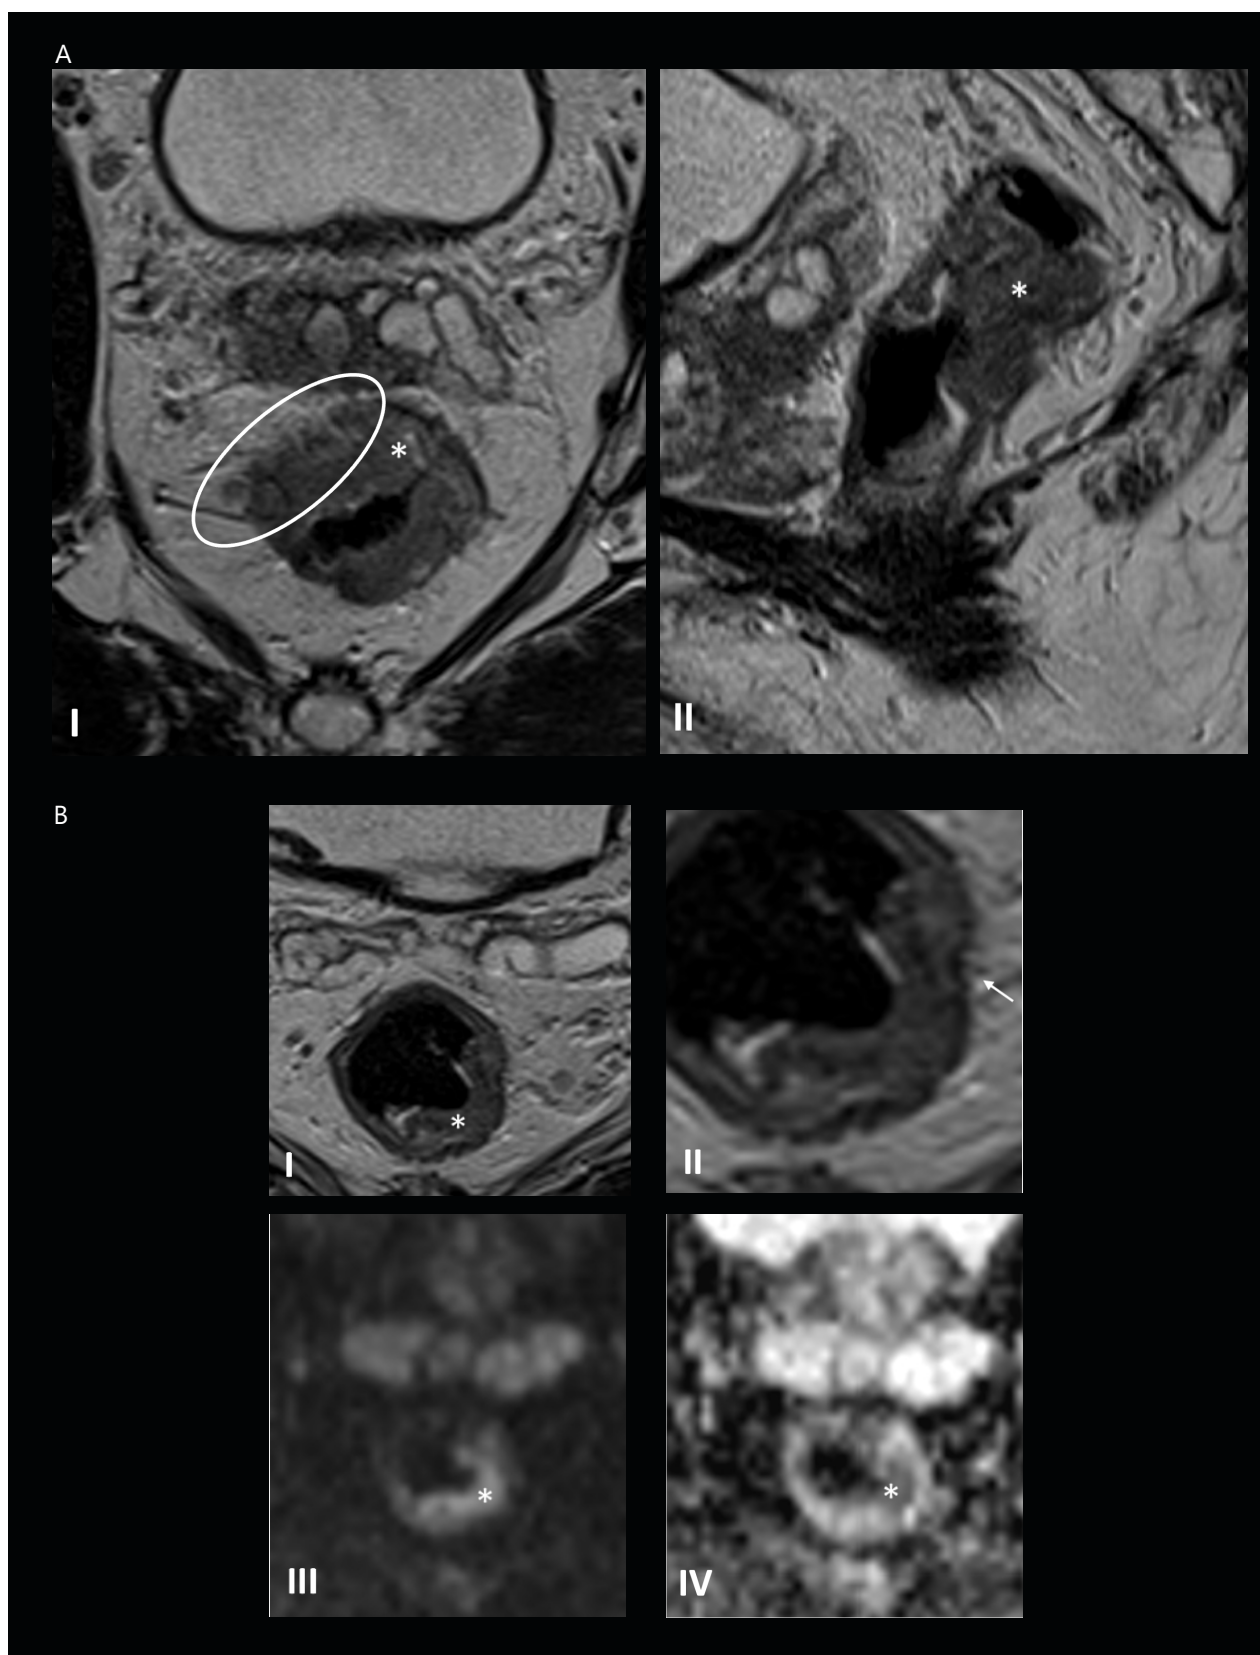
Imagens de TC onde, no painel A, T2 axial (I) e sagital (II), evidencia espessamento parietal do reto (*), com perda da definição da camada muscular na parede lateral direita, e áreas de hipossinal do mesorreto adjacente, consistente com progressão transmural (cT3). No painel B verifica-se em T2 axial (I) e sagital (II), evidencia espessamento parietal do reto (*), com perda da definição da camada muscular na parede lateral direita, e áreas de hipossinal do mesorreto adjacente, consistente com progressão transmural (cT3). No painel B se verifica em T2 axial (I e II), evidencia espessamento parietal do reto, semi-circunferencial (*). Note-se em II (imagem ampliada) imagens lineares hipointensas (seta) que pode traduzir apenas reação desmoplásica, com diagnóstico diferencial de progressão transmural (seta). III e IV demonstram restrição à difusão do tumor pelo hiper sinal em DWI (III) e hipossinal no mapa ADC. (Cortesia de Rodrigo Monteiro)
